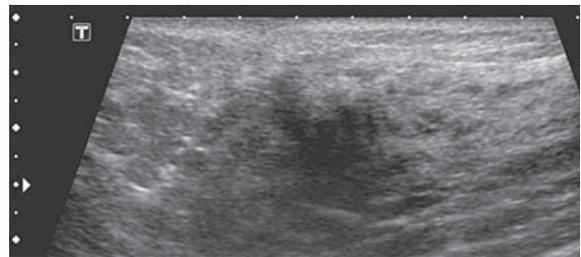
境界不明瞭な低エコー腫瘤。静止画では判りにくい、周囲を引き込む構築の乱れを伴う。カテゴリ4
